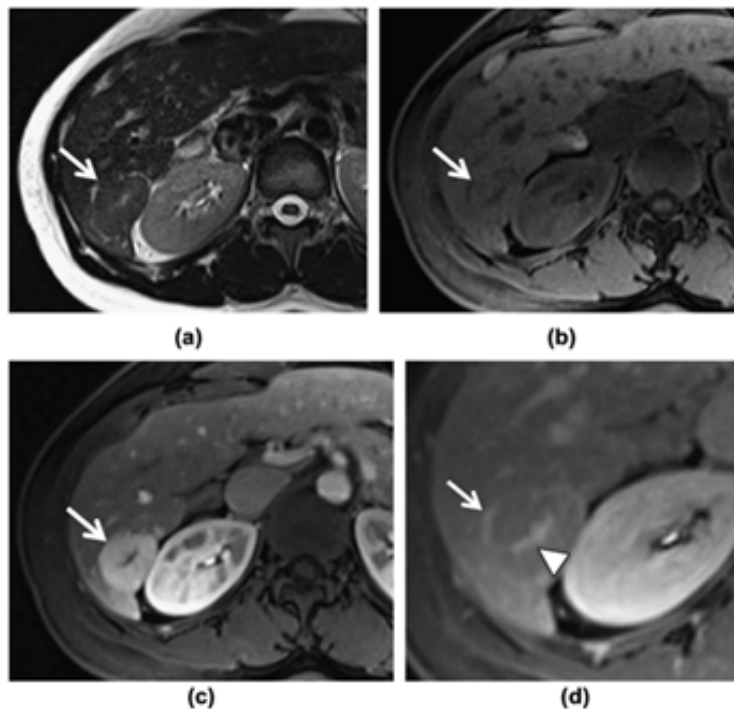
Hiperplasia Nodular Focal – RM com contraste hepatoespecifico
